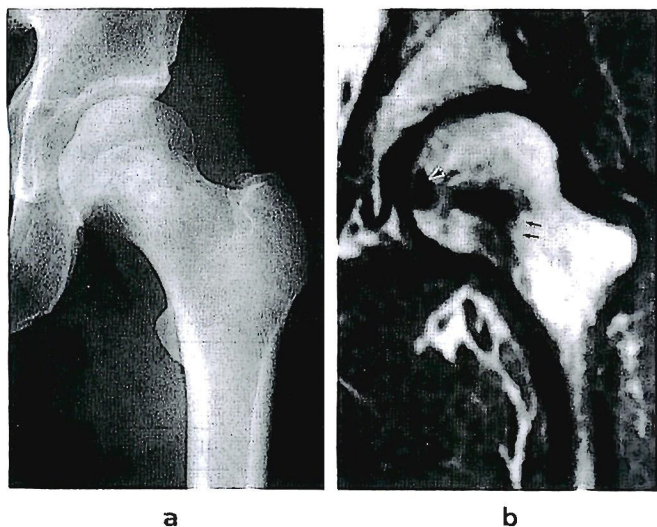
The case of type B2 lesion on roentgenogram and its MRI.
